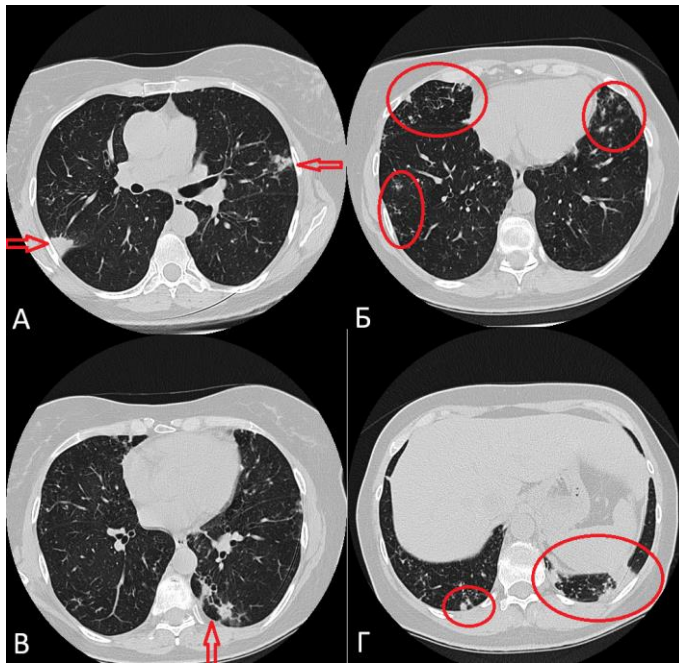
Аксиальные срезы КТ ОГК пациента в лёгочном режиме: А - увеличение зоны консолидации в левом лёгком, инфильтрация в междолевой борозде справа (выделены стрелками); Б - разнокалиберные очаговые изменения в обоих лёгких справа (выделены овалами); В - зона бронхоэктазии слева (отмечена стрелкой); Г - очаговые изменения справа и зона инфильтрации слева (отмечены овалами)
